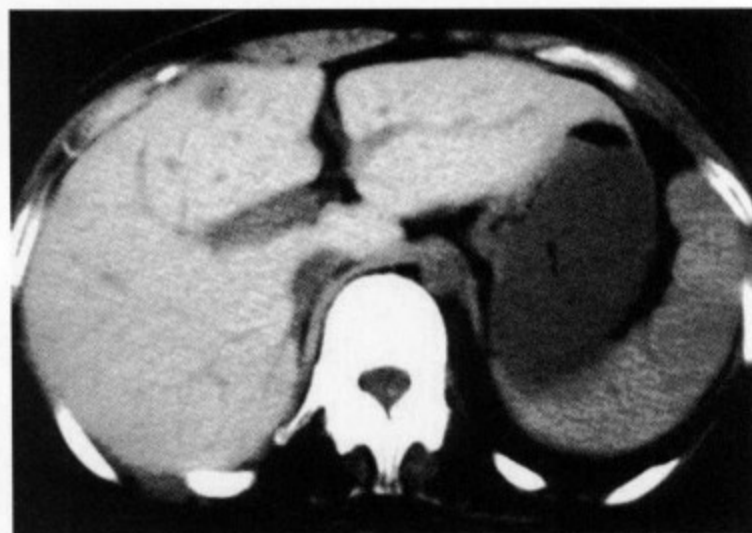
29 岁女性，乙胺碘呋酮内服中。CT 平扫显示肝实质密度普遍上升，CT 值 95Hu 明显高于肝脏
